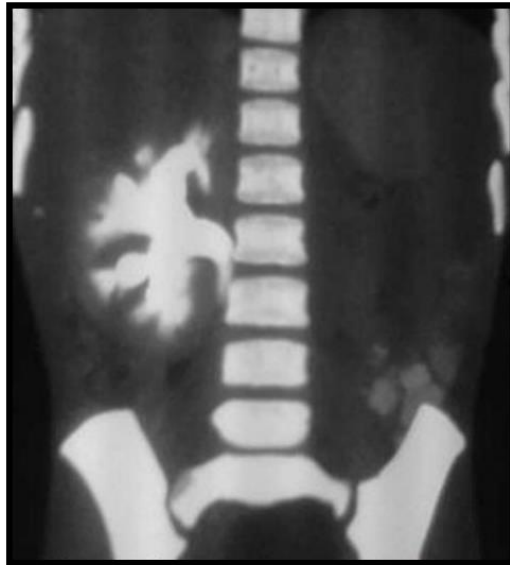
Agenezie renală unilaterală (imagine CT) [17].
